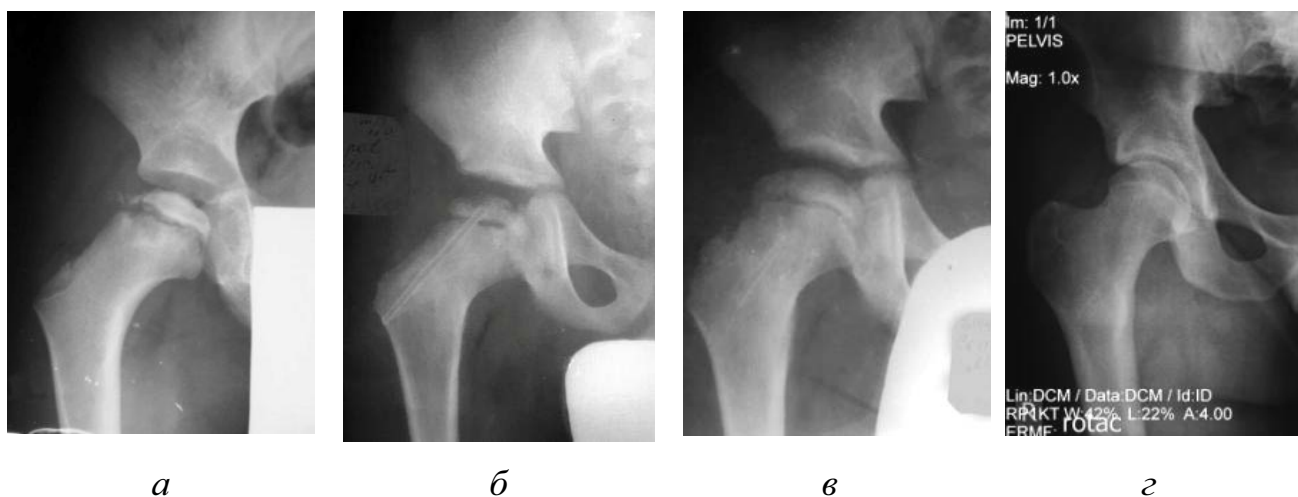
Рентгенограмма тазобедренного сустава в прямой проекции больного М., 6 лет (БЛКП, 3-я стадия) (а); через 1 мес после лечения (б), через 18 мес после лечения в 7 лет (в) и через 17 лет после оперативного лечения в 23 года (з).
